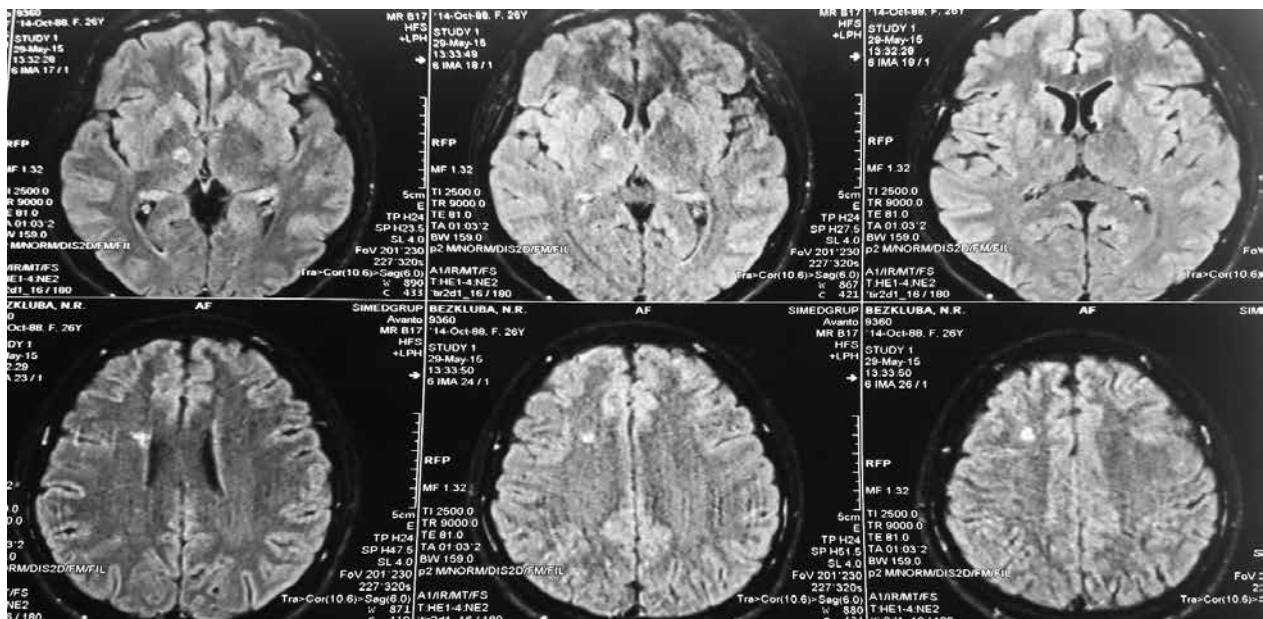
МРТ головного мозку
